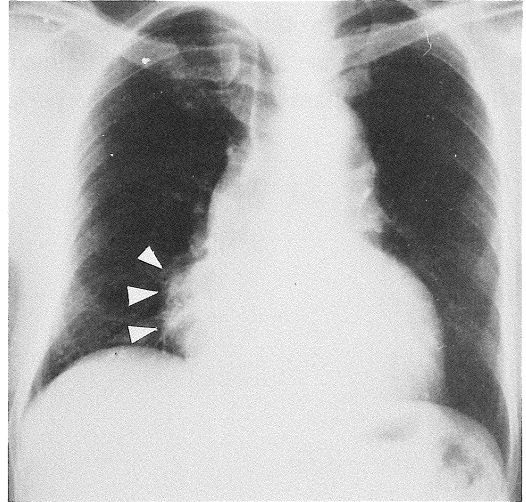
Chest X-ray in posteroanterior projection shows mild cardiomegaly and normal pulmonary vasculature. There is an opaque shadow (arrowheads) at the right side of the cardiac silhouette.
